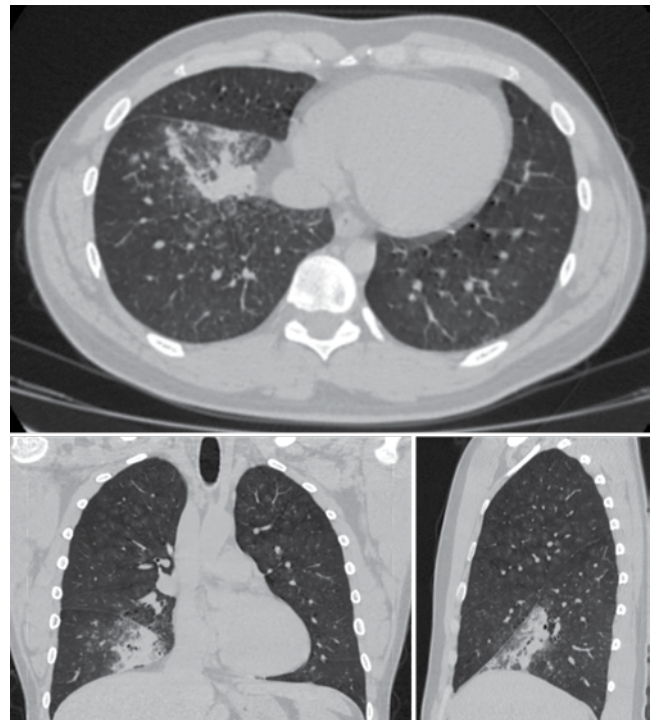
Пациент Н. КТ ОГК от 12.03.2020 г.
